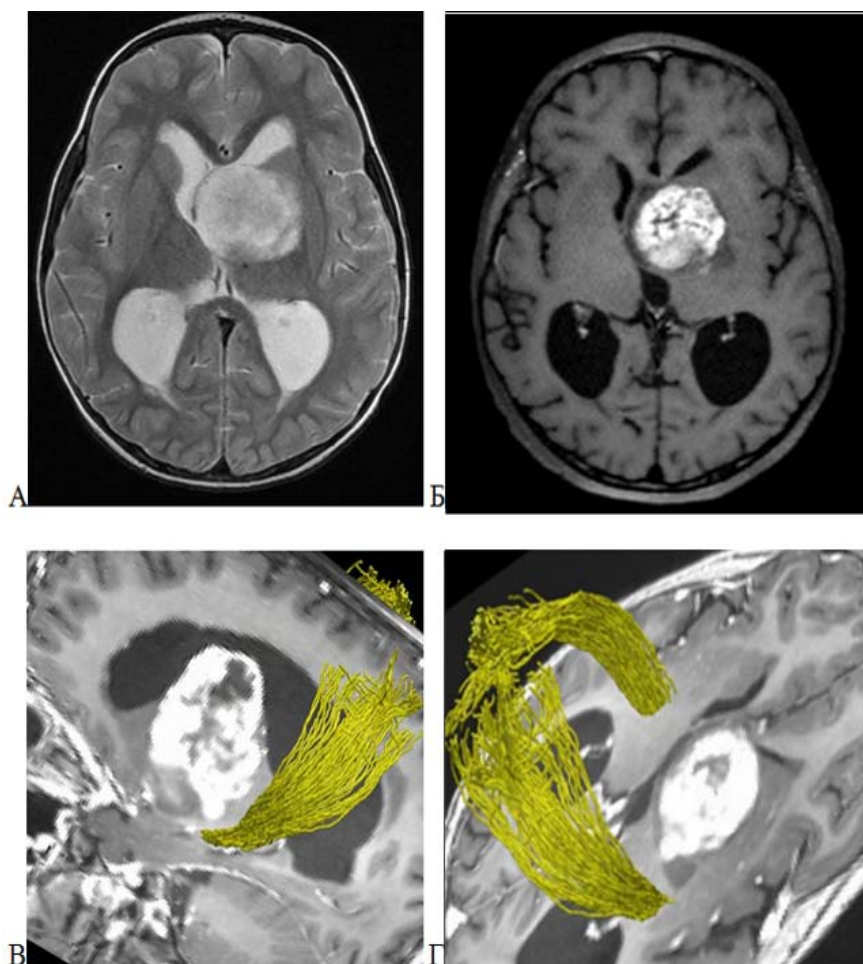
Пилоидная астроцитома передних отделов таламуса слева (WHO grade 1). А: МРТ головного мозга, Т2-последовательность в аксиальной проекции; Б: МРТ головного мозга, Т1-последовательность с контрастным усилением в аксиальной проекции; В,Г – CSD-HARDI МР-трактография, Т1-последовательность с контрастным усилением в сагиттальной (В) и аксиальной (Г) проекции, 3D реконструкция. КСТ обозначен желтым цветом, смещен дорсолатерально
